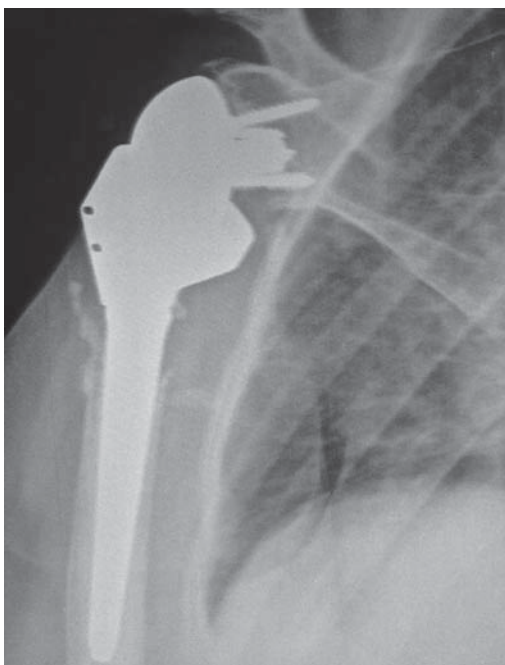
Foto clínica de una radiografía AP de húmero derecho, en la que se aprecia la zona de impacto en el cuello de la glenoides. Asimismo, se puede observar que la glenósfera se encuentra excéntrica en la copa de la metáfisis, lo que indica desgaste del polietileno por el *notching* e inestabilidad del mismo.
